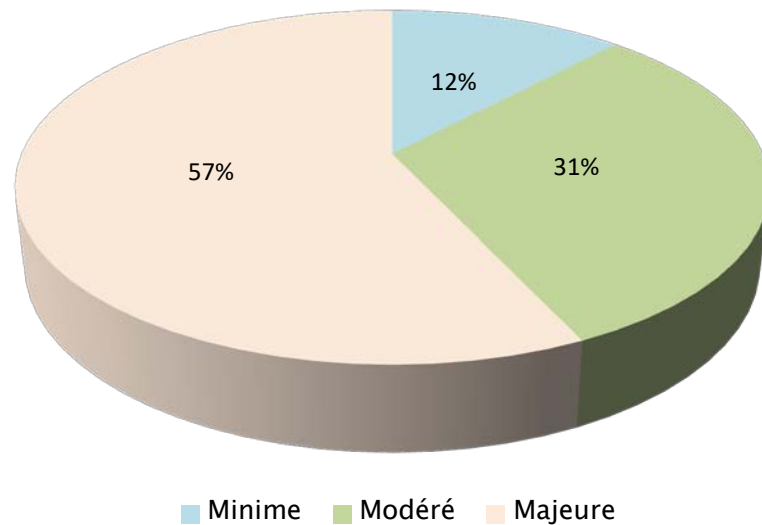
degré d'hydronéphrose échographique chez nos malades
